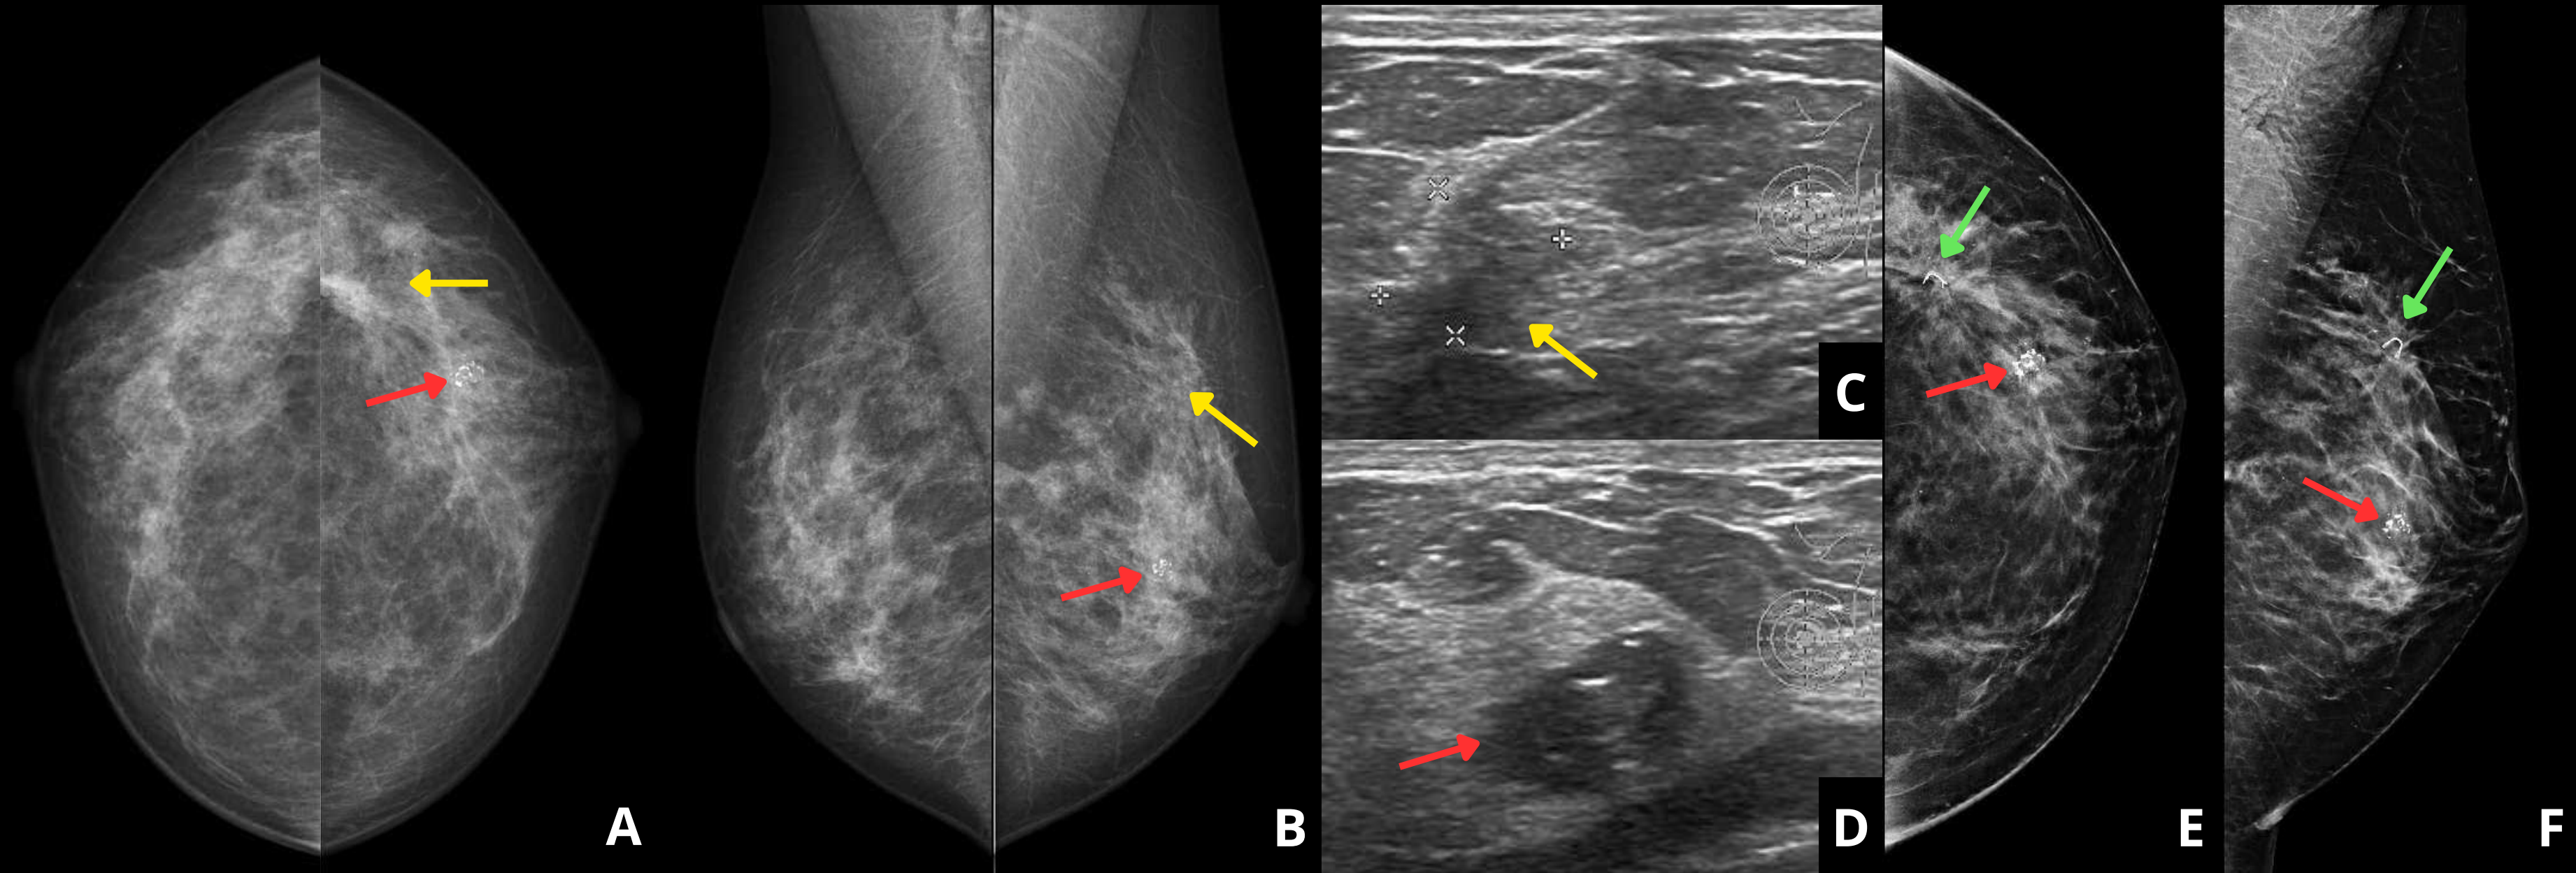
Imágenes de mamografía y ecografía en las que se observa un nódulo parcialmente calcificado compatible con fibroadenoma (flechas rojas) y una distorsión arquitectural (flechas amarillas) que en ecografía se identifica como una lesión no masa tipo alteración de la ecoestructura. En E y F se observa el marcador (flecha verde) colocado en la lesión no masa.
